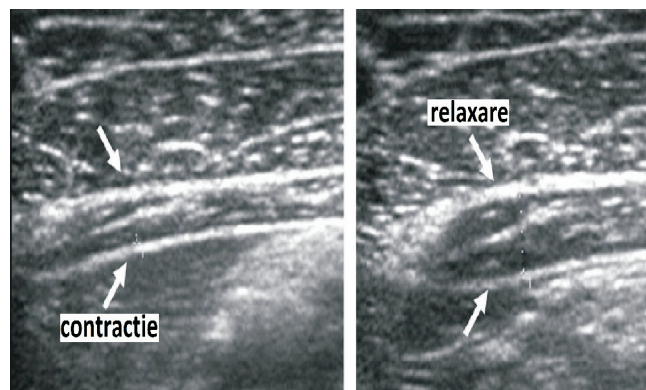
Scanarea ecografică regiunii inghinale stâंगi (hernie inghinală oblică externă, chist funiculului spermatic)
